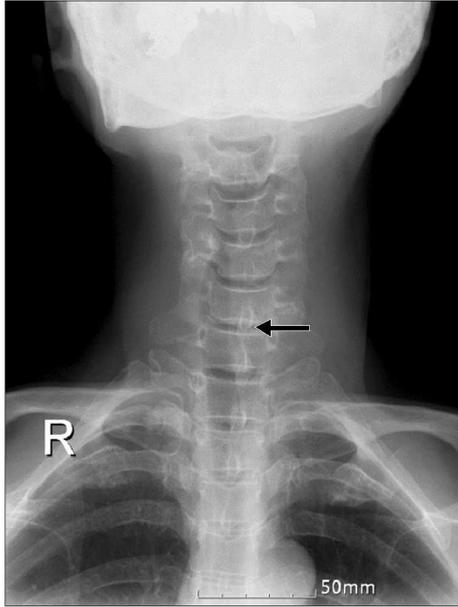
Simple neck X-ray. The trachea is deviated to the right due to the left thyroid mass (arrow).
